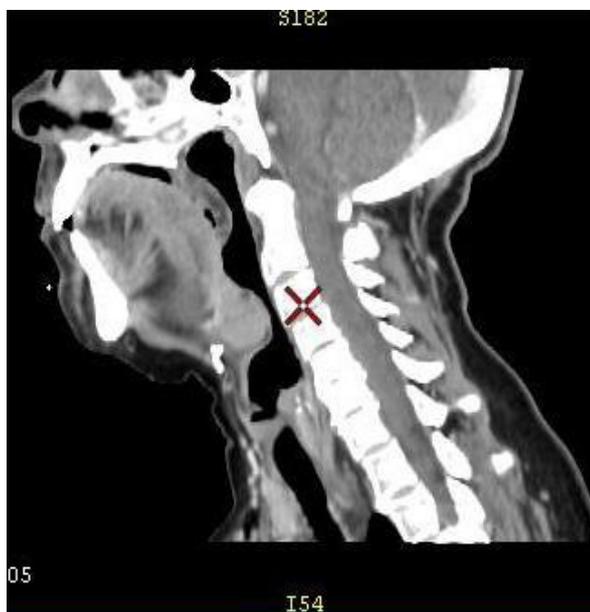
КТ мягких тканей шеи пациентки Ю. в сагиттальной проекции
